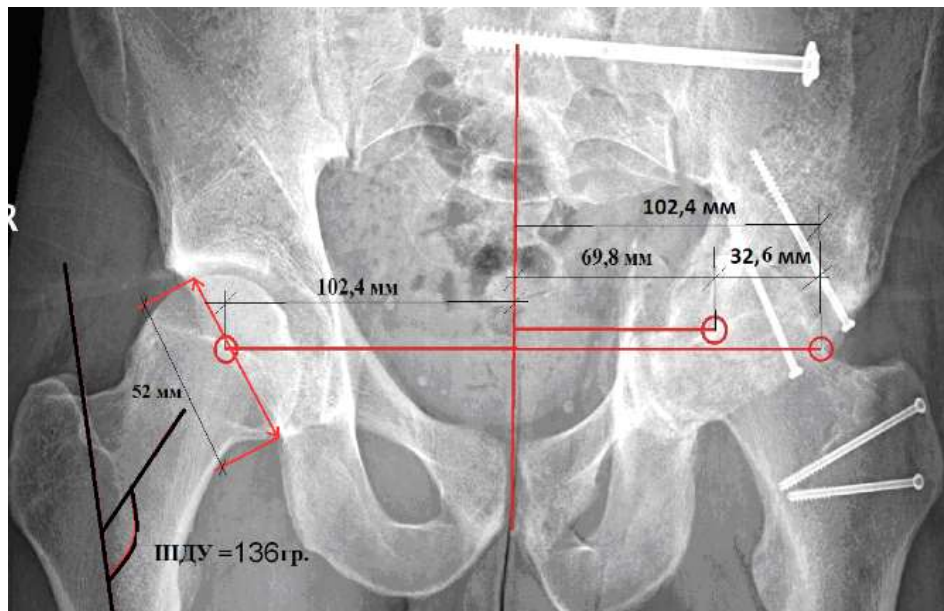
Обзорная рентгенограмма тазобедренных суставов в прямой проекции пациента К., 1990 г. р., предоперационное планирование: определение центра ротации, шеечно-диафизарного угла, медиализации головки левой бедренной кости
